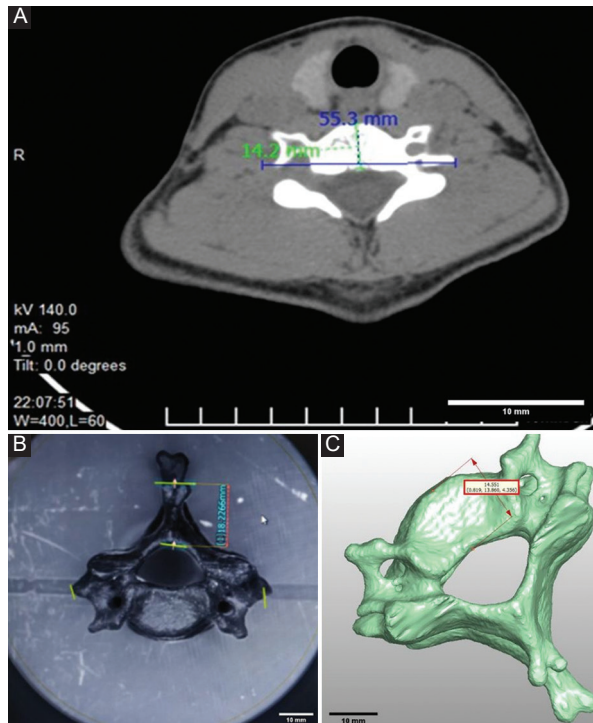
A: medición del eje anteroposterior mayor del cuerpo vertebral mediante el software 3D Slicer. B: medición del eje mayor anteroposterior de la apófisis espinosa del modelo impreso en 3D mediante el sistema de medición Keyence IM-7020 (Keyence, México). C: medición del eje horizontal mayor de apófisis transversa a apófisis transversa, en imágenes de tomografía computarizada.
